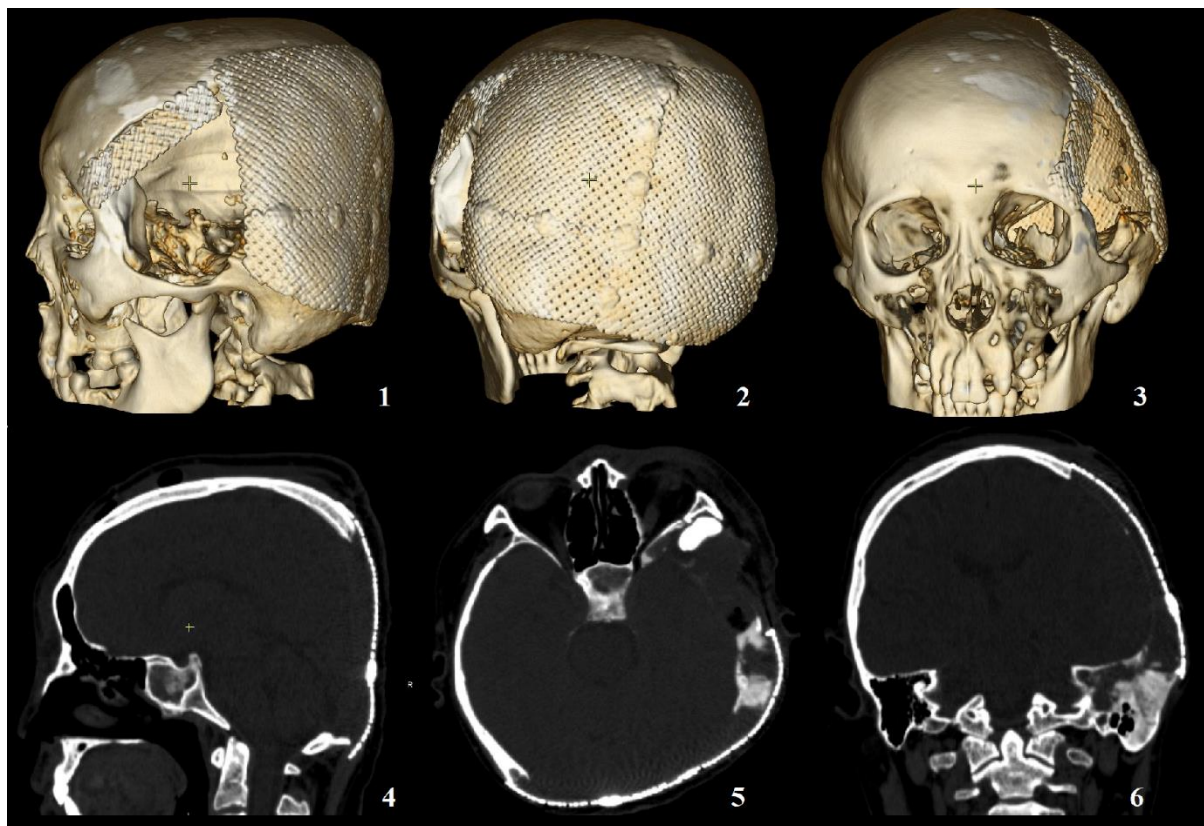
МСКТ головного мозга и черепа больного после четвертого этапа оперативного лечения: состояние после резекционного удаления фиброзной дисплазии в височно-лобной области с заходом на орбиту. Замещенный дефект черепа задних отделов латеральной стенки орбиты костным цементом и замещенный дефект черепа в височно-теменно-затылочной области стандартной титановой сеткой слева. 4, 5 и 6: свежих очаговых изменений вещества головного мозга нет. Сохраняющийся участок дисплазии в области основания средней и задней черепных ямок
